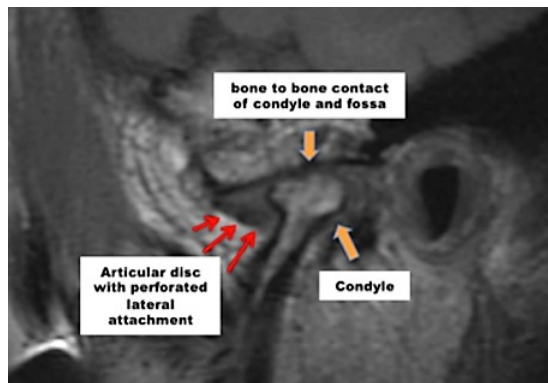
RM se demuestra perforaciones a nivel de la zona bilaminar
